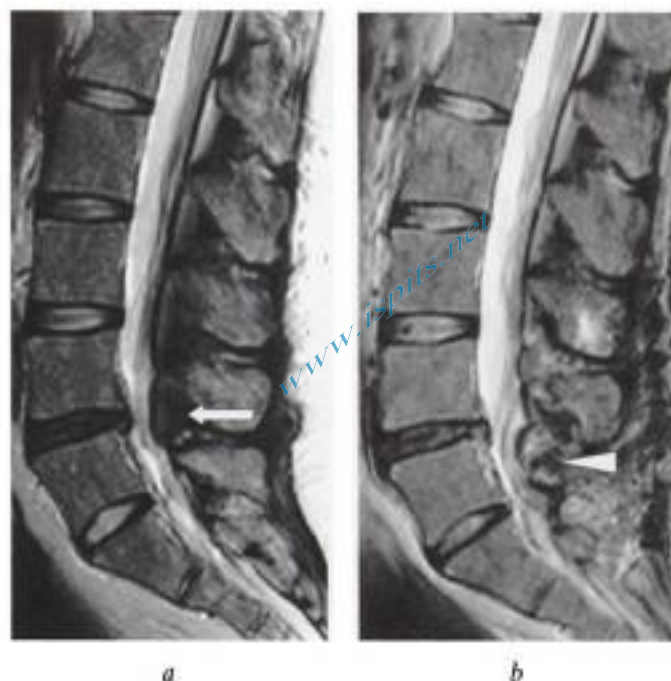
Décompression chirurgicale en L5, imagerie précoce faussement inquiétante. IRM, coupes sagittales pondérées T2 a) avant et b) après intervention pour canal étroit sur discopathie et lipomatose épidurale en L4-L5 (flèche en a) ; aggravation apparente de la sténose en regard de L5 en postopératoire (tête de flèche en b), sans traduction clinique.
